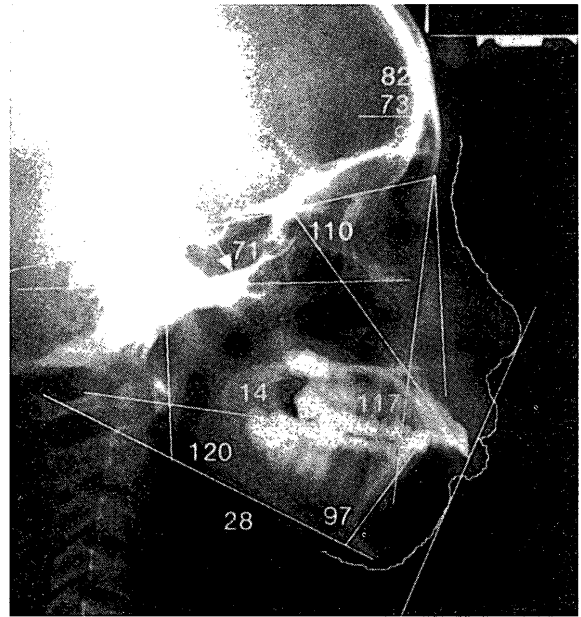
Cephalometric X-ray and main results analysed
